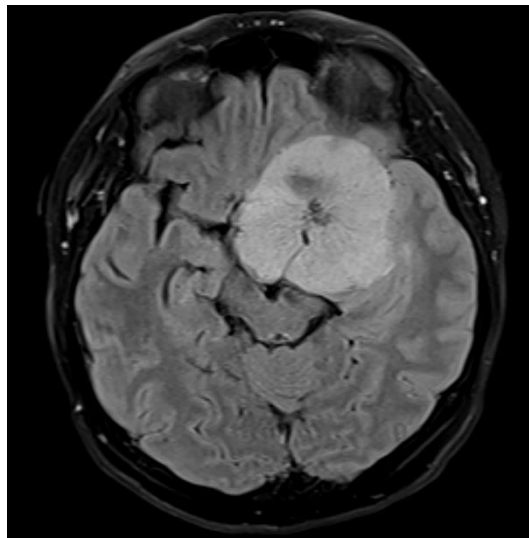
Risonanza magnetica cerebrale (RMN, sezione assiale) che mostra l'evidente effetto massa e la natura infiltrante tipica della lesione da glioblastoma. Fonte: Paul Biris
